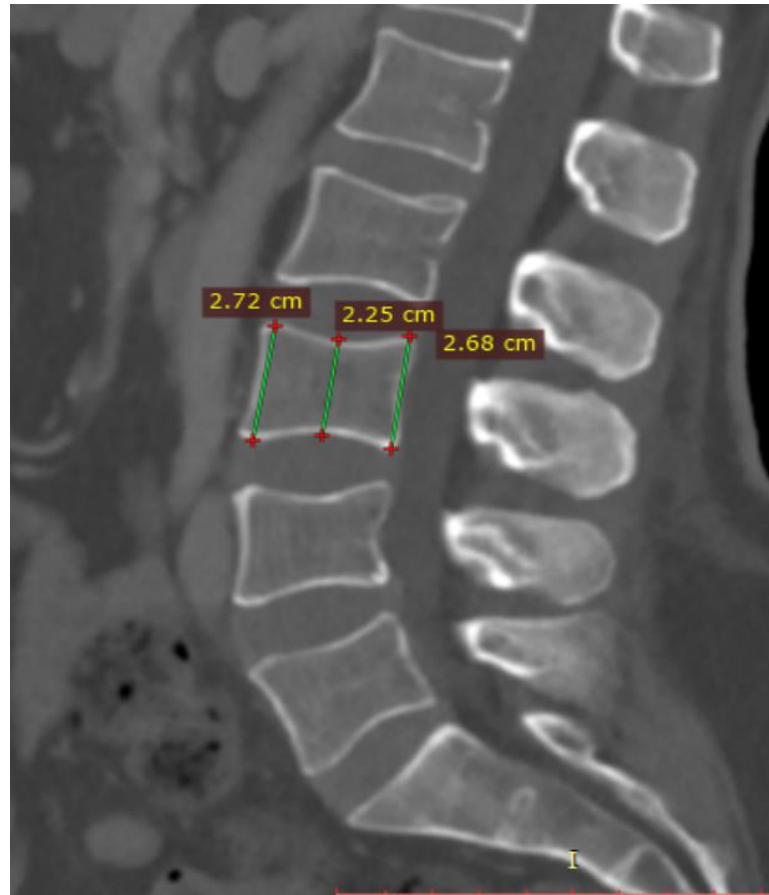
Сагітальне зображення КТ пацієнтки 54 років з дифузною В-великоклітинною лімфомою. Морфометрія передньої, середньої та задньої висоти тіла хребця L3 в кістковому вікні
